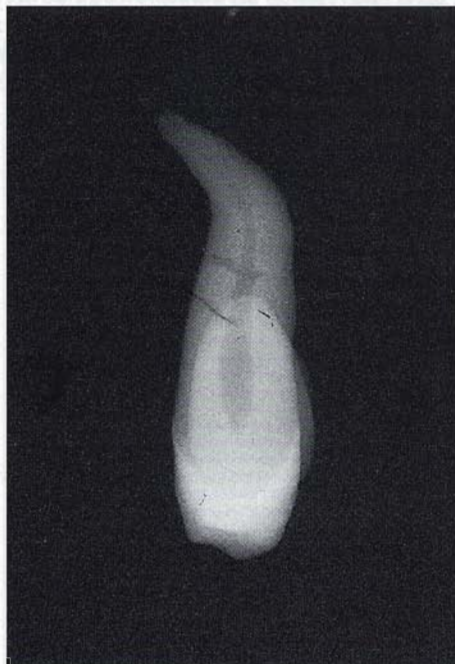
Radiografia preoperatoria di una radice con una curva accentuata.
